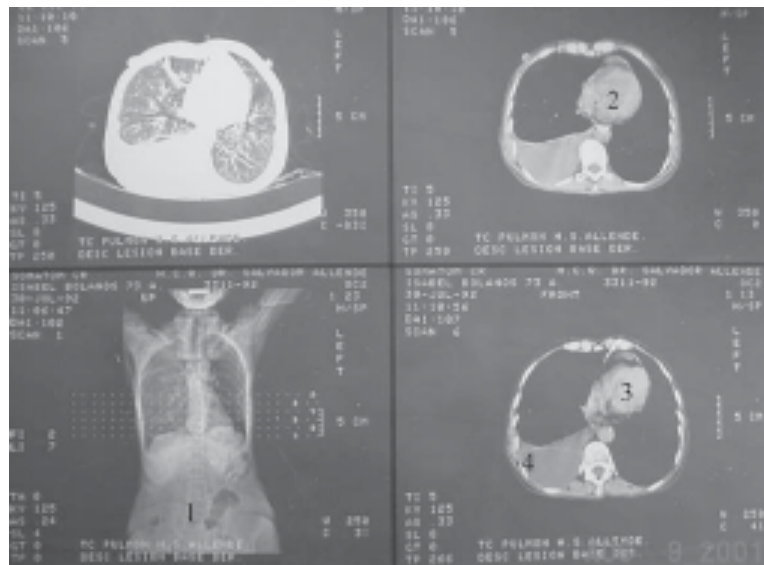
Tomografía axial computarizada. Paciente en decúbito supino. 1. Topograma. 2 y 3. Cortes axiales que demuestran la presencia de abundante líquido en la cavidad pleural. 4. Plano posterior.
